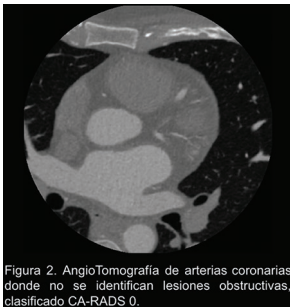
Angiotomografía de arterias coronarias donde no se identifican lesiones obstructivas, clasificado CA-RADS 0.
